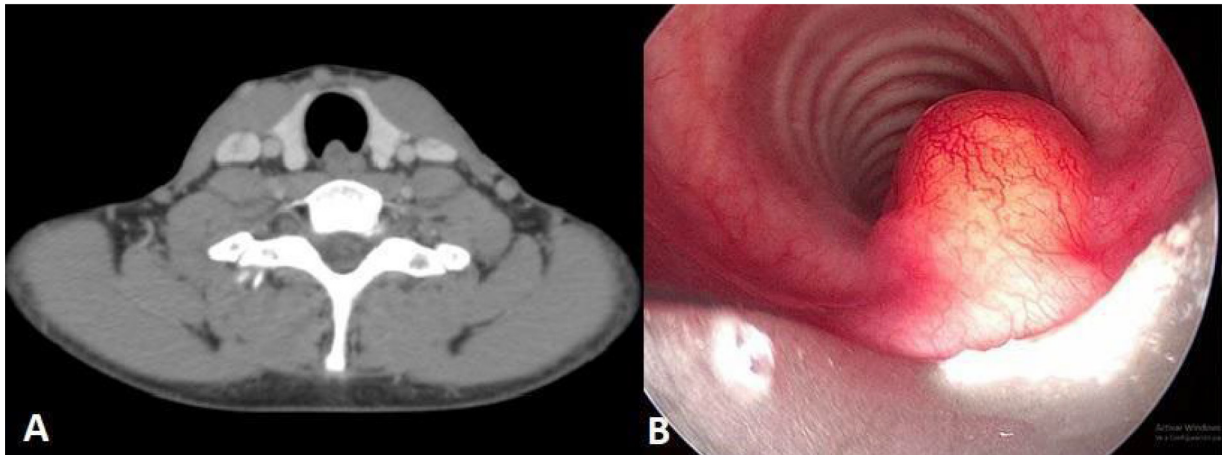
A: Corte axial de tomografía axial computarizada con contraste yodado endovenoso, en la que se observa la lesión traqueal descrita. B: Fibrobroncoscopia rígida que evidencia la lesión nodular subglótica en la cara posterior de la tráquea.
